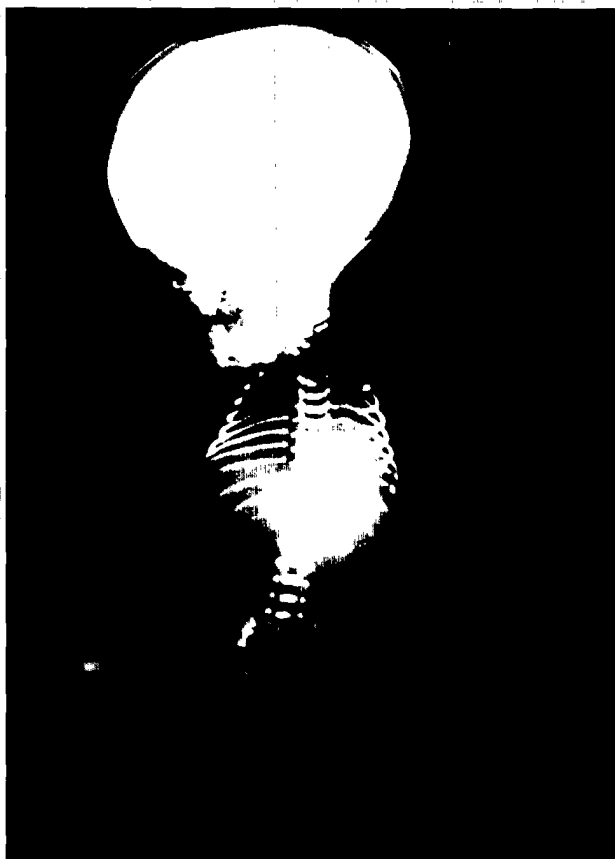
La radiografía de cuerpo entero no muestra ninguna malformación ósea. Nótese la tumoración que ocupa la cavidad oral.
